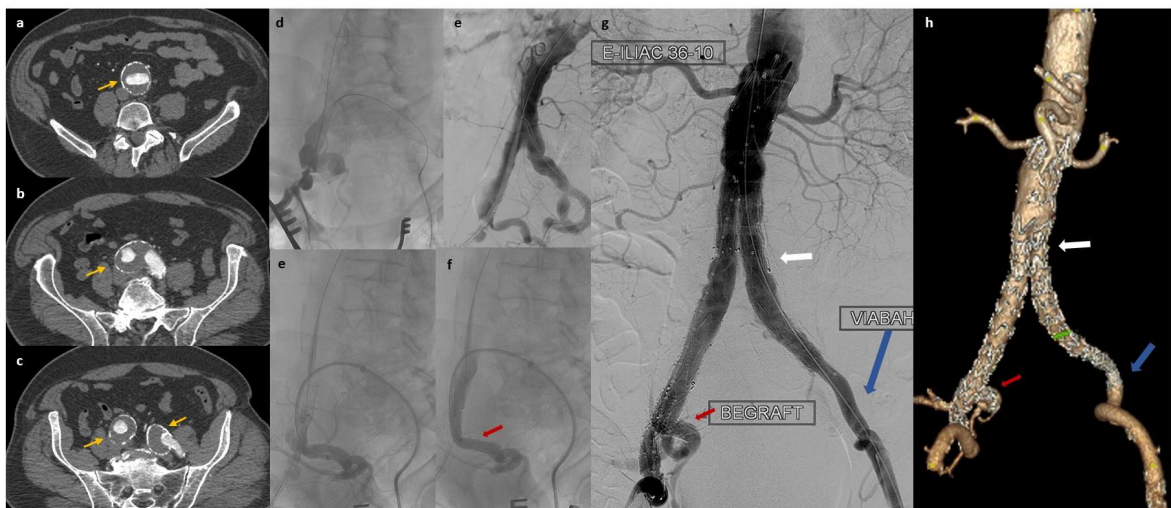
Varón de 83 años con aneurisma de aorta infrarenal de ambas iliacas comunes visto en TC por otro motivo (a-c, flechas amarillas). Se realiza tratamiento endovascular (d-g), con colocación de prótesis bifurcada (flechas blancas) con rama iliaca (Branch iliaco) para conservar la permeabilidad de la arteria hipogástrica derecha ya que la izquierda está obstruida, donde se coloca stent cubierto balón-expandible (flecha roja). Finalmente, se extiende hasta la arteria iliaca externa en el lado izquierdo con stent cubierto (flechas azules). En el angioTC (h), se observa permeabilidad de todas las prótesis, sin endofugas
